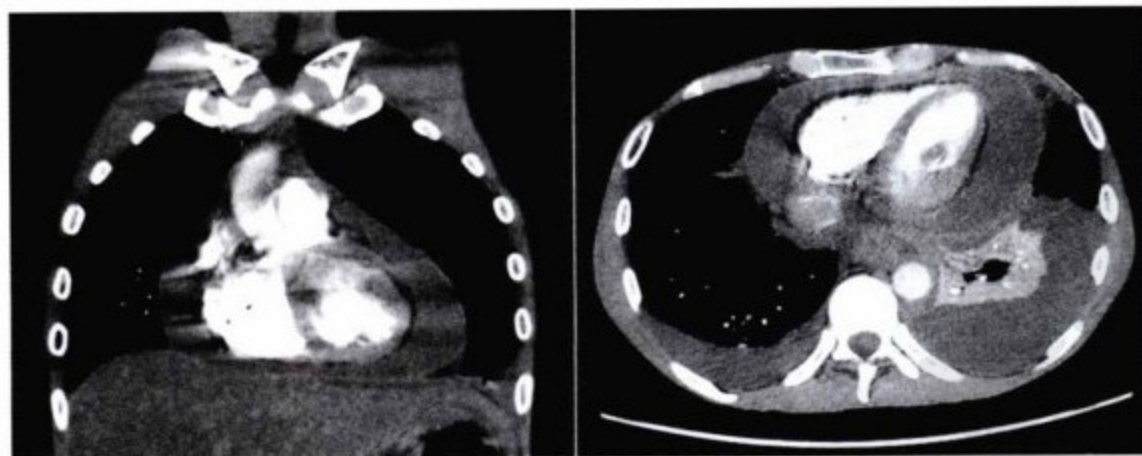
CT扫描图像显示大量心包积液围绕心脏及其上方大血管。并可见左侧胸腔积液及左下叶肺不张。CT不能确定有无心包压塞。
